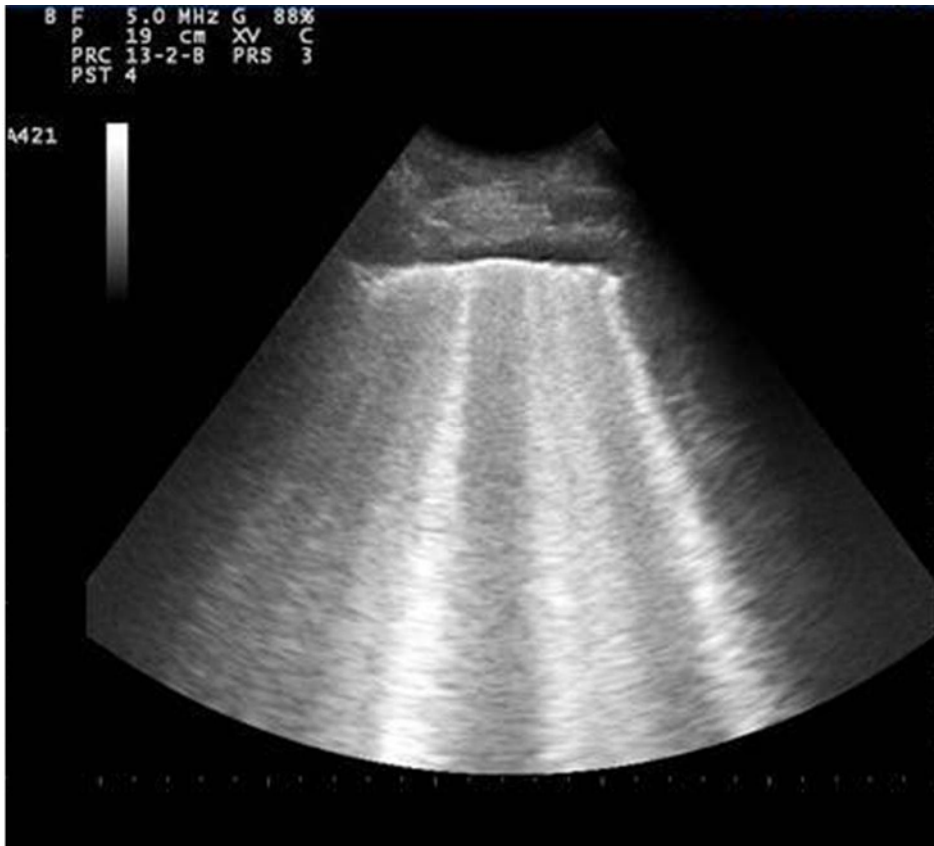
Ecografia del torace che documenta la riespansione del polmone destro
